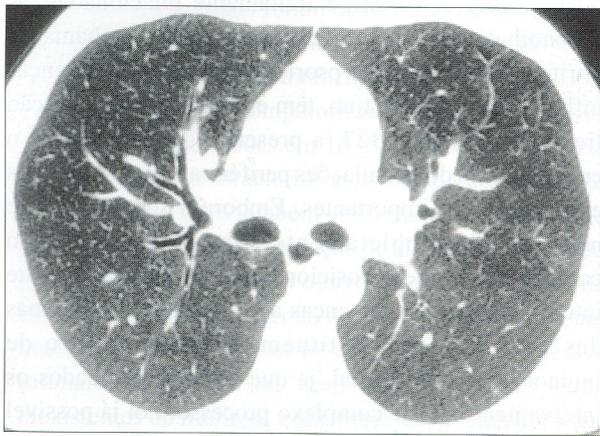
Corte TAC revelando espessamento brônquico
